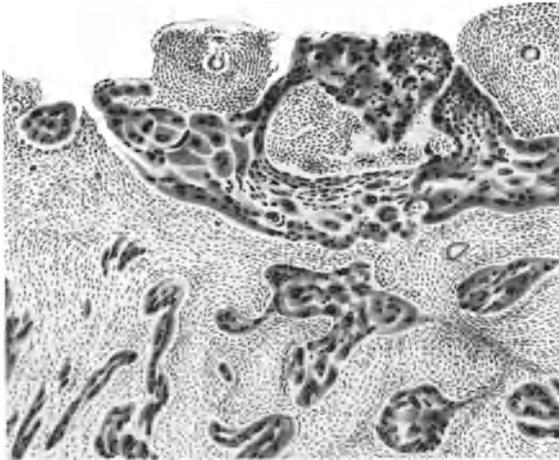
Probeexcision 4 Wochen nach Beginn der Röntgenbestrahlung: Stark veränderter Zellcharakter.
